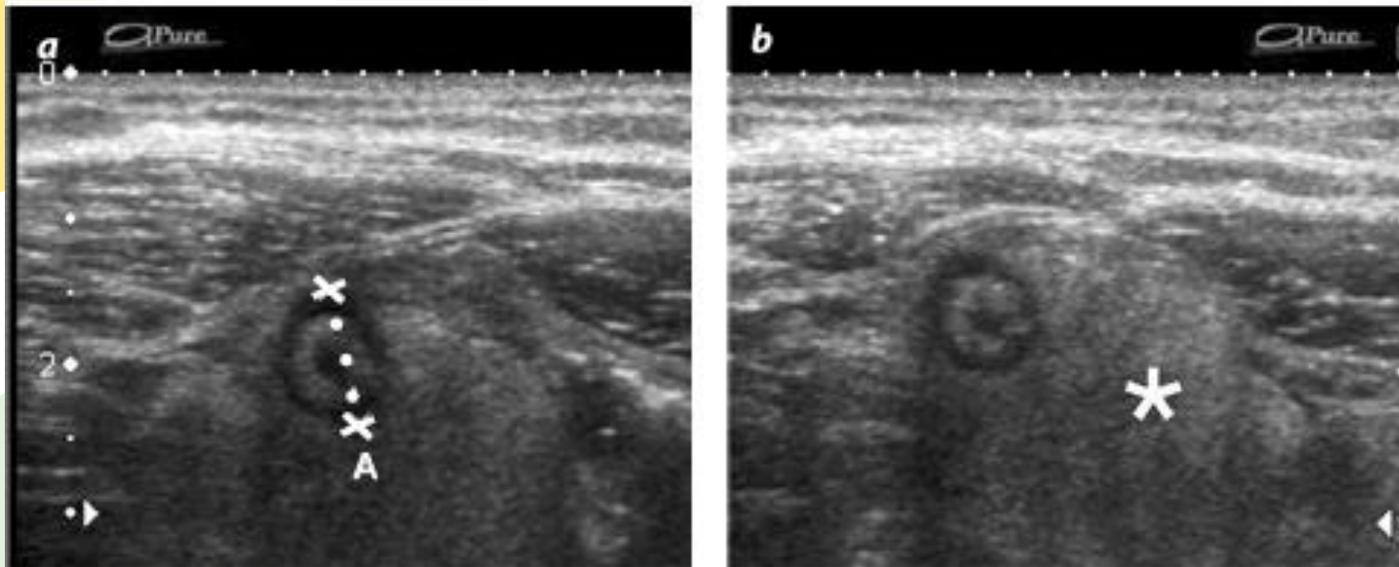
Apendicitis aguda, apariencia en ultrasonido. a) Imagen axial del apéndice cecal sin compresión, en la cual se ve engrosada (calipers), con un diámetro de 13 mm. b) El diámetro del apéndice no se modifica con las maniobras de compresión. Igualmente, se observa una alteración en la ecogenicidad de la grasa adyacente que
